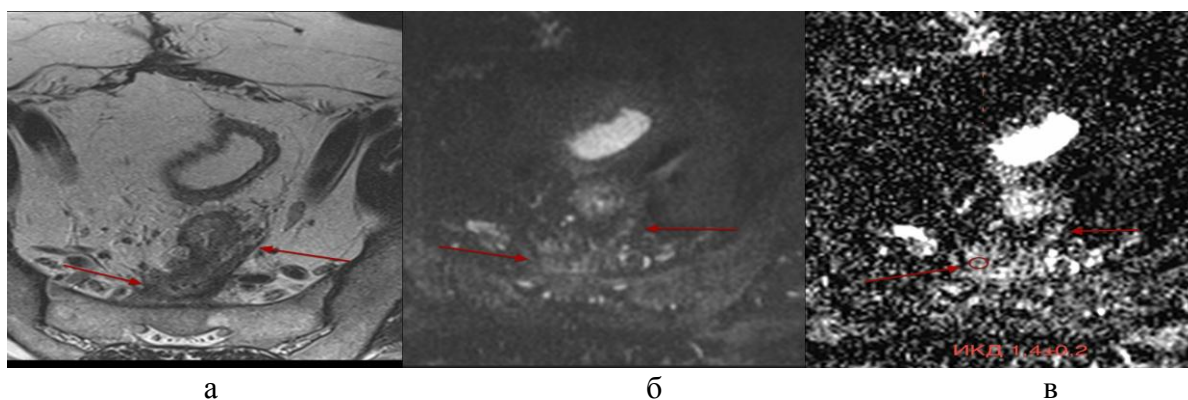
Пациент В. 59 лет. Аденокарцинома прямой кишки, после передней резекции прямой кишки. Фиброзные послеоперационные изменения в малом тазу. а) T2 ВИ, аксиальная проекция, фиброзные изменения в пресакральном пространстве с деформацией стенки прямой кишки. б) ДВИ,  $b=800 \text{ s/mm}^2$ , слабое ограничение диффузии. в) ADC-карта, высокий сигнал на диффузионной карте сохраняется.
